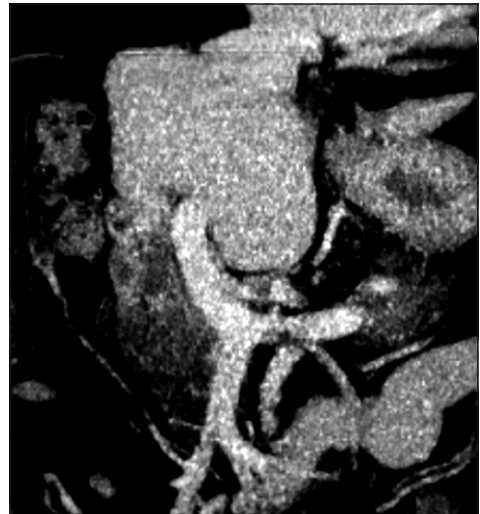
Proyección de máxima intensidad de tomografía computada. Vena porta sin ramificación derecha, se continua como estructura única a vena porta izquierda.
